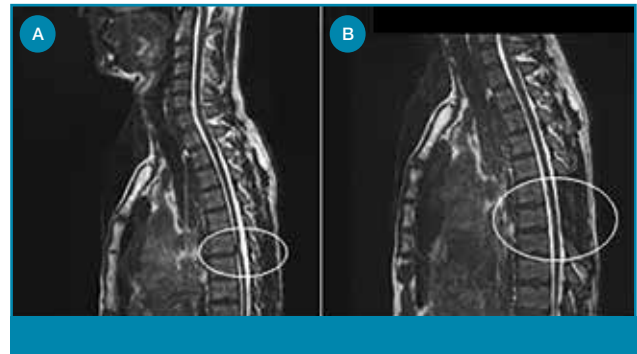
B. MRI voor en na de operatie van patiënt 1. Sagittale 3D-CISS-opnames pre-operatief (A) en postoperatief (B). Postoperatief status na laminectomie T3-4 met normale ontplooiing van de durazaak waarbij op de transversale beeldvorming (C) thans een normale positie van het myelum naar dorsaal in het spinale kanaal, waarbij de durale herniatie aan de anterieure zijde is opgeheven. Het myelum toont aan de anterieure zijde in de mediaanlijn een vormverandering/indentatie (groene pijl).
